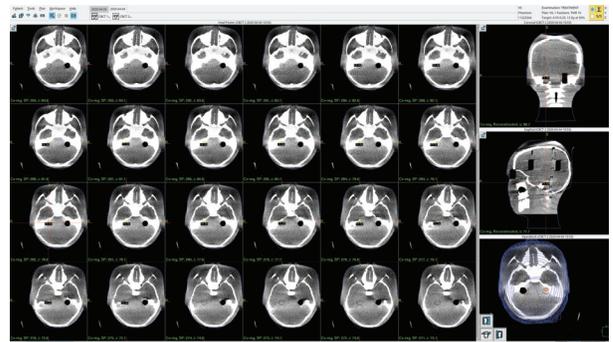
Before radiosurgery, Cone Beam CT scan to confirm positional accuracy.
